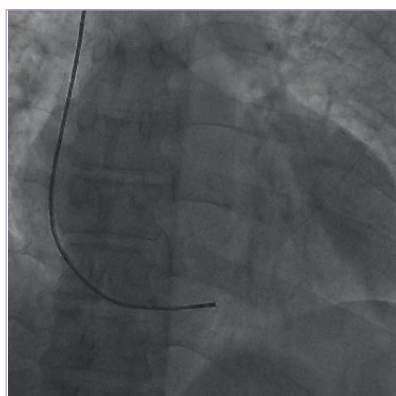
Рентгеноскопия. Биоптом в передне-задней проекции касается передней стенки ПЖ
